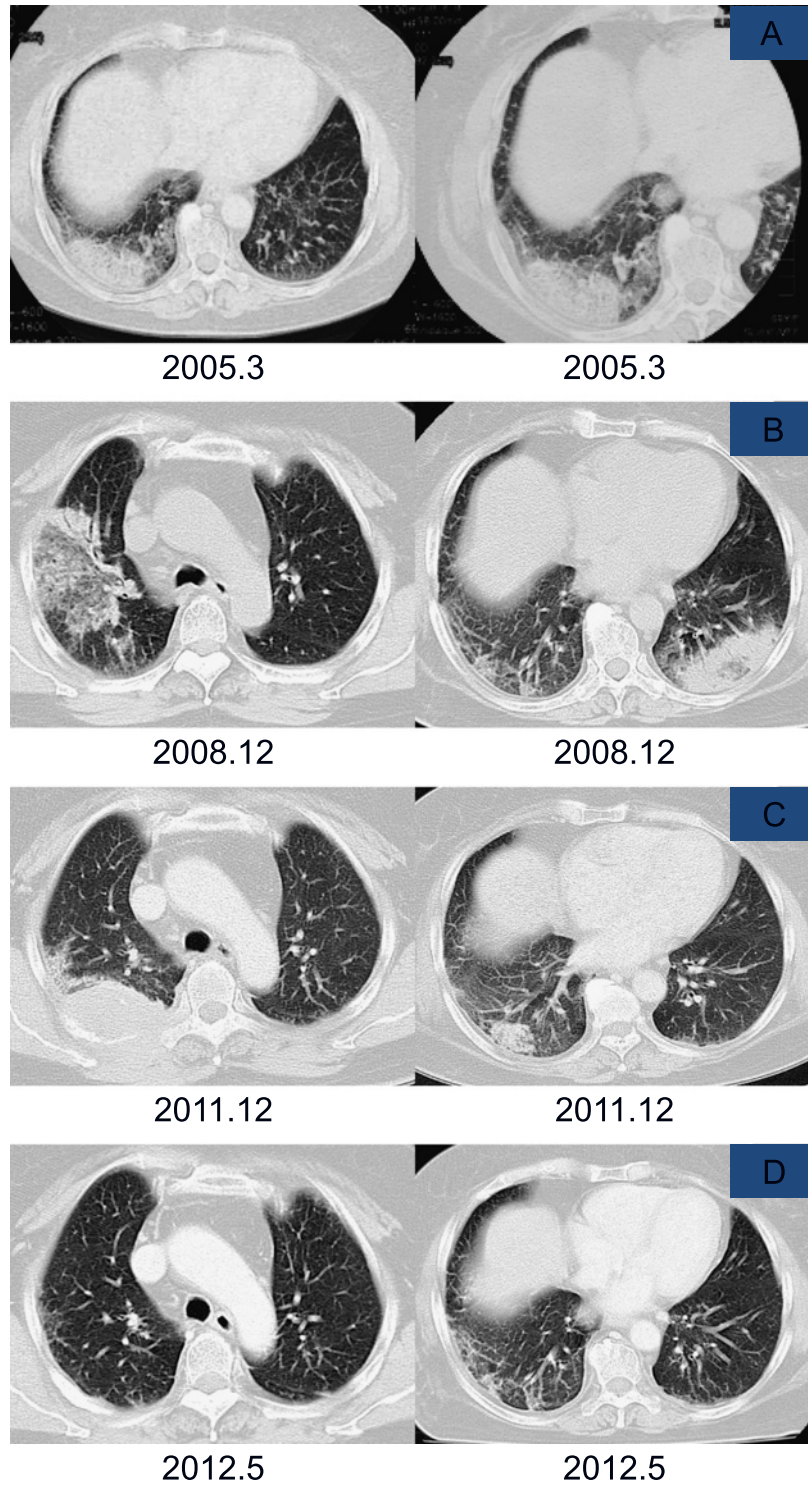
Clinical course of the chest computed tomography (CT) findings. A. Chest CT performed in March 2005 showing ground-glass opacity in the right lung lobe (S⁸). B. Chest CT performed in December 2008 showing ground-glass opacity in the right upper lung field and left lobe (S⁸). C. Chest CT performed on admission in December 2011 showing a tumor in the right upper and right lower lung lobes. D. Chest CT performed in May 2012 after seven cycles of chemotherapy showing a reduction in the size of the tumor in the right upper and lower lung lobes.
